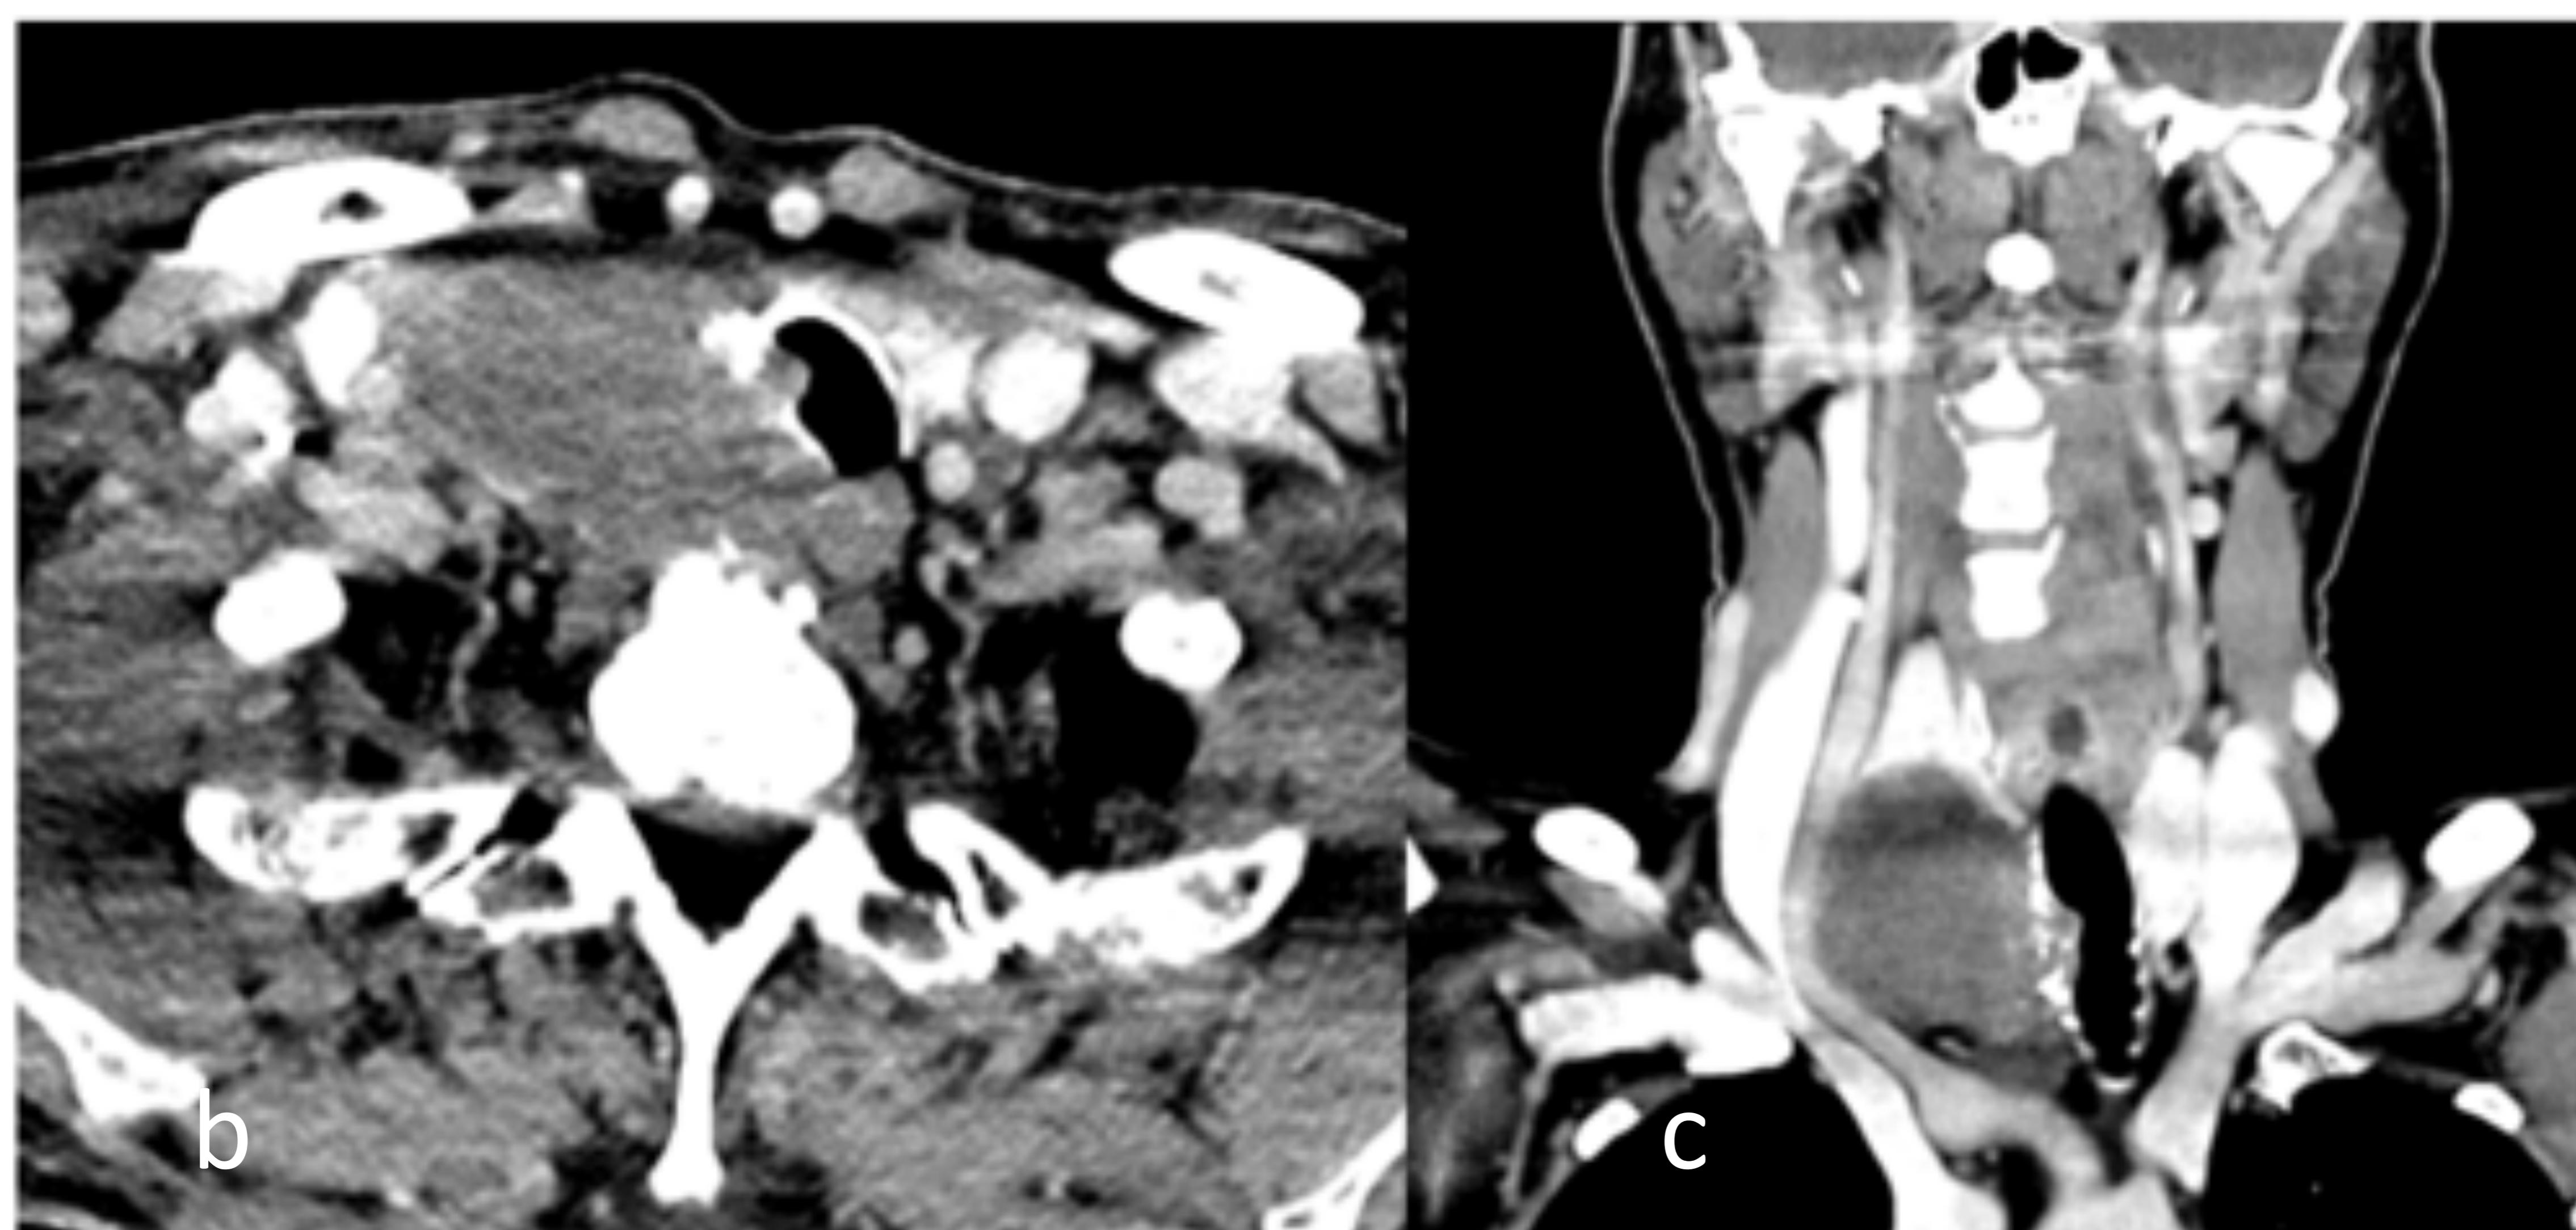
varón de 70 años. Ecografía cervical (a) por nódulo palpable situado en lóbulo tiroideo derecho (LTD). TC con ventana de partes blandas y CIV, cortes axial (b) y coronal (c): masa de partes blandas en LTD que infiltra la pared traqueal, con componente endotraqueal (sospecha inicial: neoplasia tiroidea con infiltración traqueal). Anatomía patológica: condrosarcoma traqueal.
